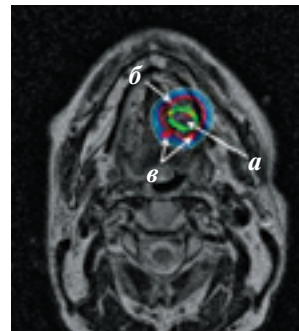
МРТ-исследование с контрастированием для оценки остаточной опухоли и предварительным планированием количества и расположения интрастатов. Стрелками показаны: а — визуализируемая при исследовании остаточная опухоль, б — целевой объем, в — проекция расположения интрастатов
